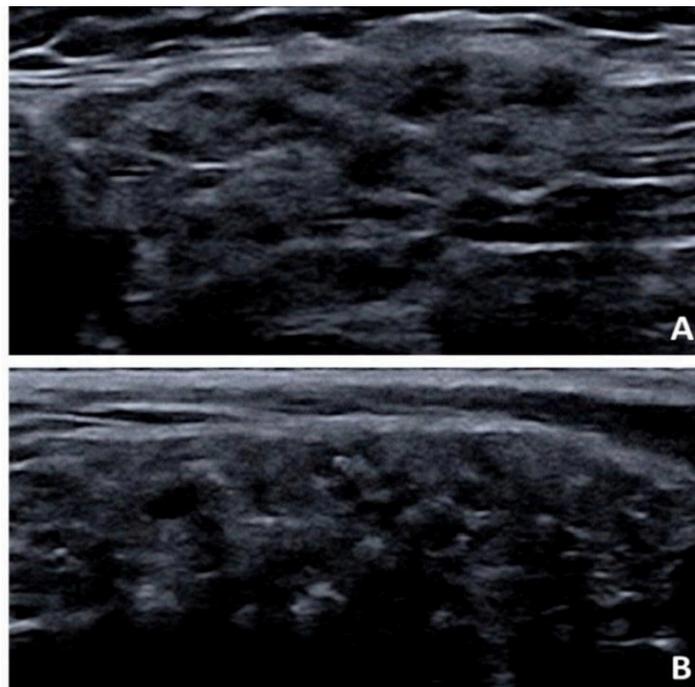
Hallazgos de la ecografía de las glándulas salivales en el SSp, presencia de áreas hipocogénicas y reflejos hiperecogénicos. A) glándula submandibular y B) glándula parotida.³⁶
